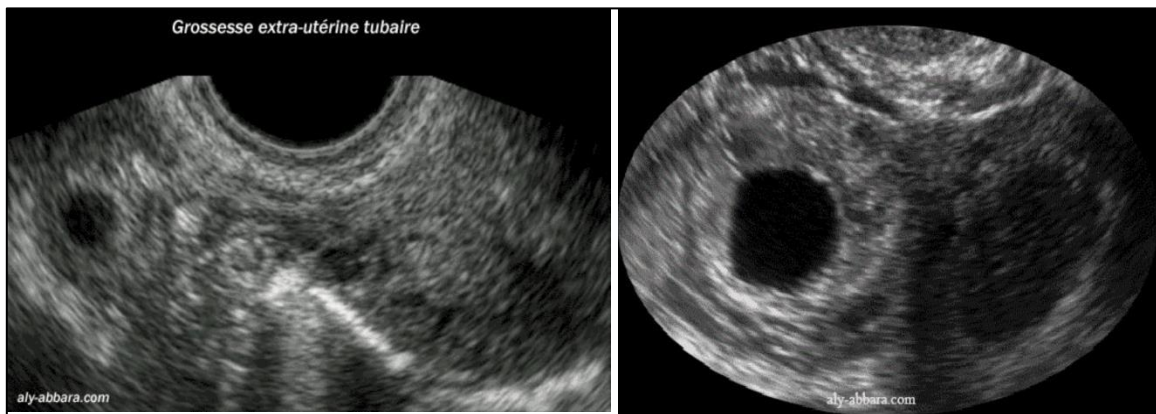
Image échographique : grossesse tubaire (G) d'un œuf clair extra utérin (D). [26]
